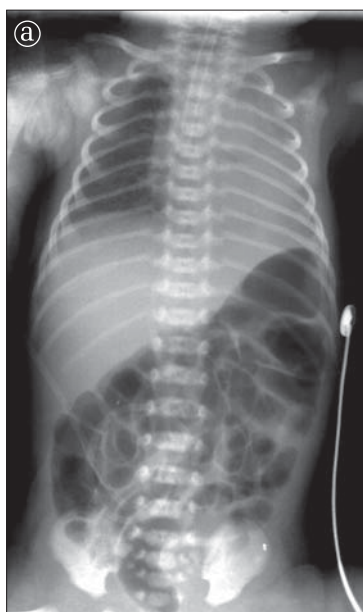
Sondă traheală. Radiografie toracoabdominală la un nou născut. a) Incorect poziționată; b) Aspect după extragerea sondei.
